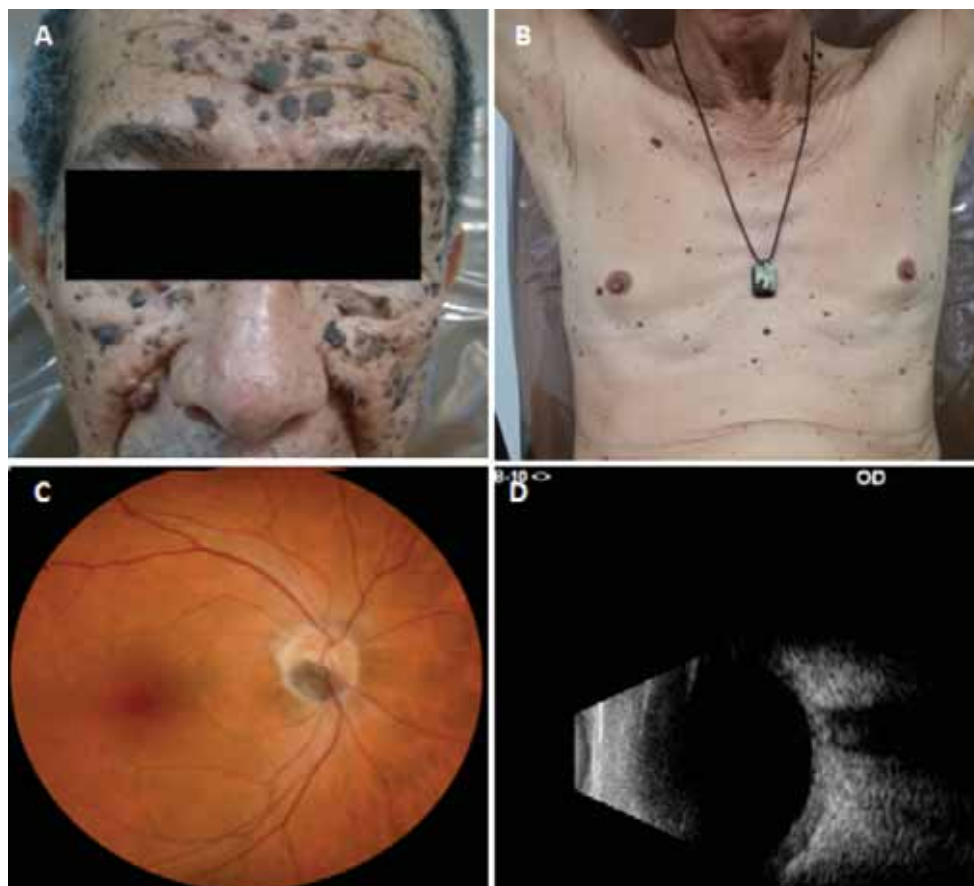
(A, B) Se evidencia múltiples manchas café con leche, pecas y neurofibromas cutáneos en la cara, tórax, y extremidades. Foto color OD (C) reveló lesión hiperpigmentada en el cuadrante inferotemporal de la papila. Ecografía OD (D) No se hallan lesiones evidentes a nivel del nervio óptico.
